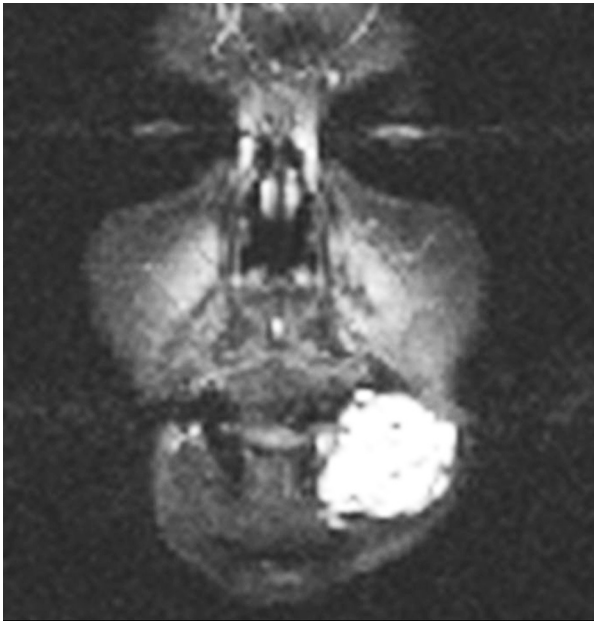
Resonancia magnética en corte coronal. Se aprecia una hiperintensidad de señal en T2 que delimita perfectamente los límites de esta malformación vascular hemodinámicamente inactiva.
